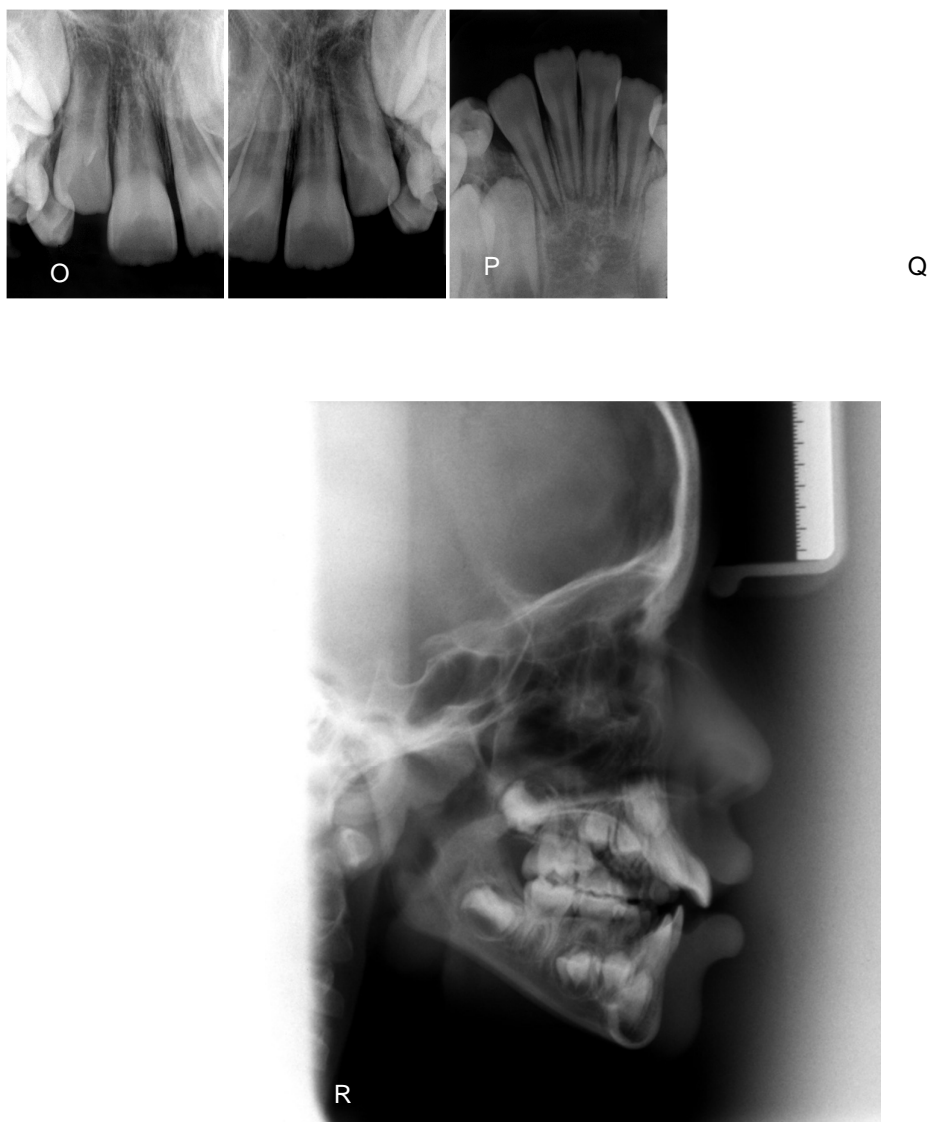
Diagnóstico baseado na análise facial (A-C) e oclusal (D-H), complementado pelas imagens dos modelos iniciais (I-M), radiografia panorâmica (N), periapicais de incisivos superiores (O-P) e inferiores (Q) e radiografia lateral da face (R): Paciente jovem, Padrão Face Longa, face aceitável. Encontrava-se no estágio de dentadura mista, primeiro período transitório, e apresentava relação oclusal de Classe I bilateral, com irrupção mesial e impacção do dente 26 e consequente reabsorção radicular do dente 65. Além disso, apresentava exposição excessiva dos incisivos superiores durante o repouso, perda precoce do 73 e 83 pela erupção dos laterais permanentes, falta de espaço para os caninos 33 e 43 e hipoplasias nos molares permanentes. Prognóstico regular, contando com monitoramento do crescimento e, se preciso for para não agravar o padrão facial, instituir o programa de extração seriada.
